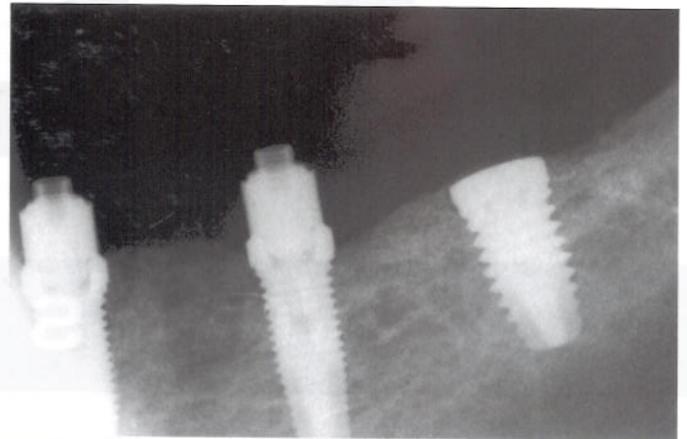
Röntgenbild 14 Wochen postoperativ, auf dem das erzielte Wachstum zu erkennen ist.
